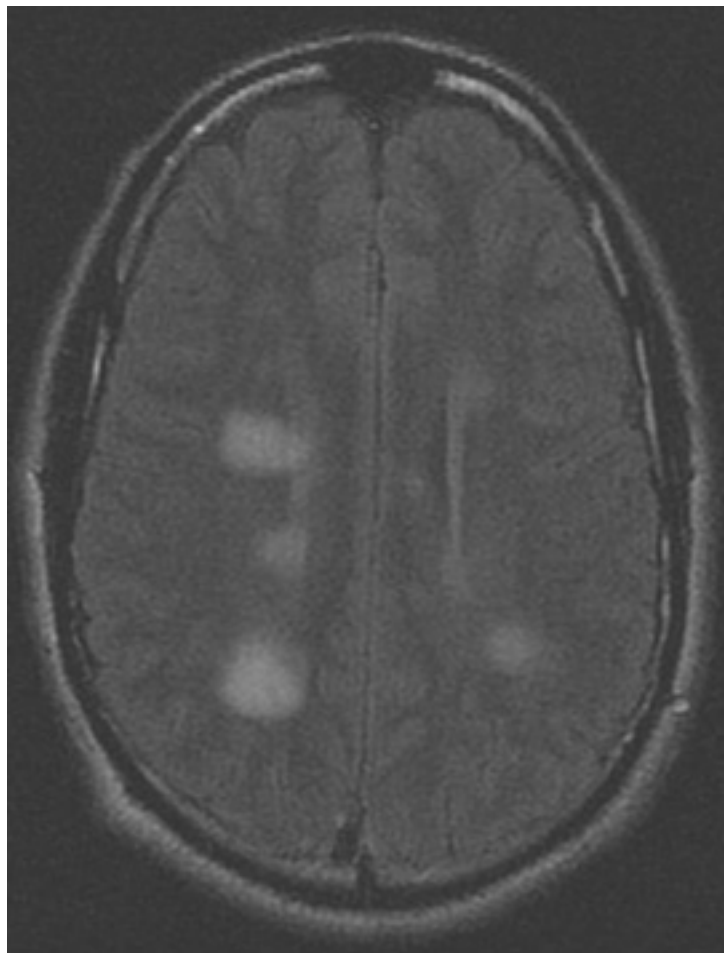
Chuỗi hình ảnh MRI não của bệnh nhân bị viêm não tản lan tỏa cấp tính: các tổn thương tăng tín hiệu của chuỗi xung xóa tín hiệu các dịch (FLAIR) liên quan đến cuống tiểu não trái
